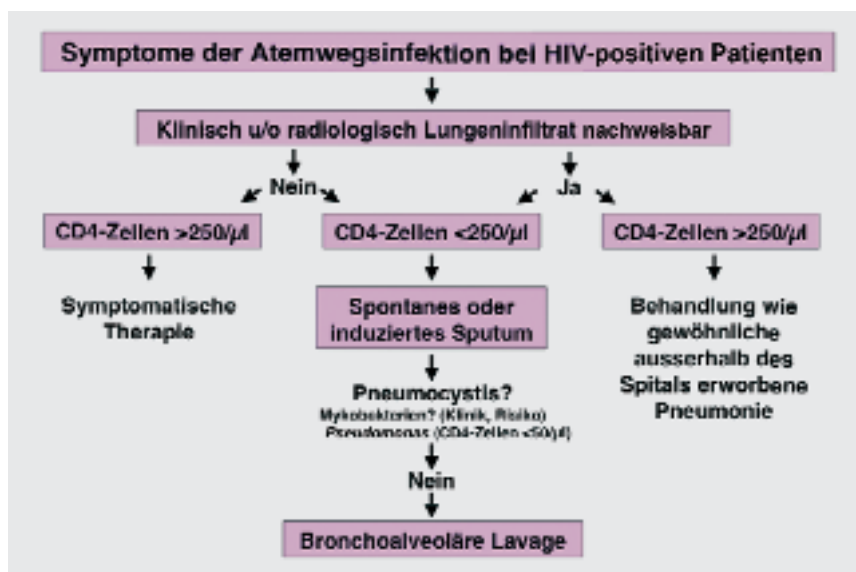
Abklärungsgang bei HIV-Infizierten mit respiratorischen Infekten. Bei normalem Röntgenbild ist an eine pulmonale arterielle Hypertonie, bei einer CD4-Zellzahl von unter 250/µl zudem an eine Pneumocystis-Pneumonie zu denken.
